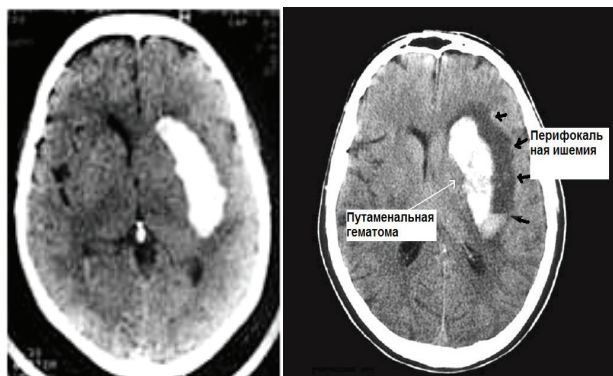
МСКТ-снимки двух больных с внутримозговыми путаменальными гематомами слева.
